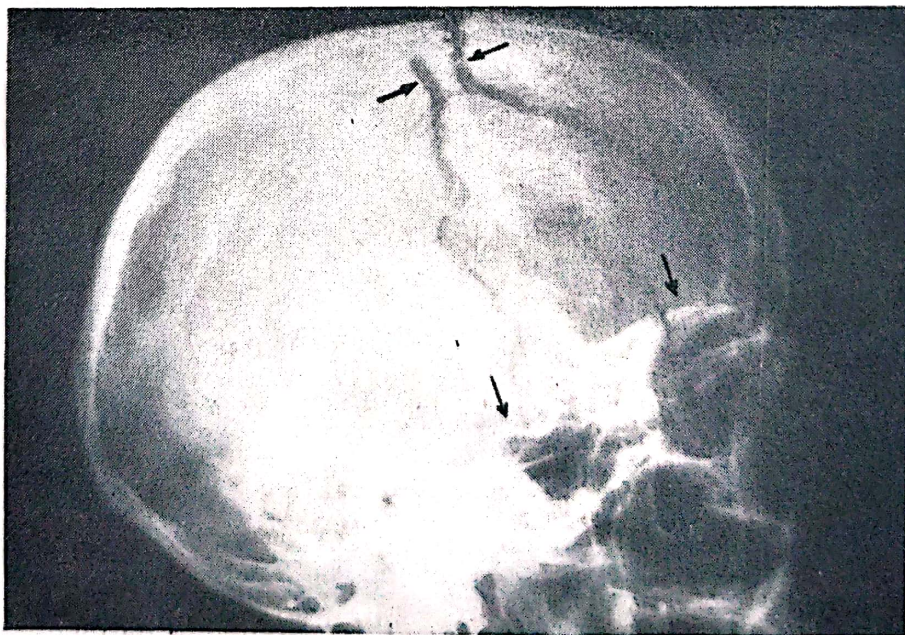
A — Radiografie de craniu, profil stîng. Traiecte liniare de fractură, biparietal, prelungite cu fisură craniană
